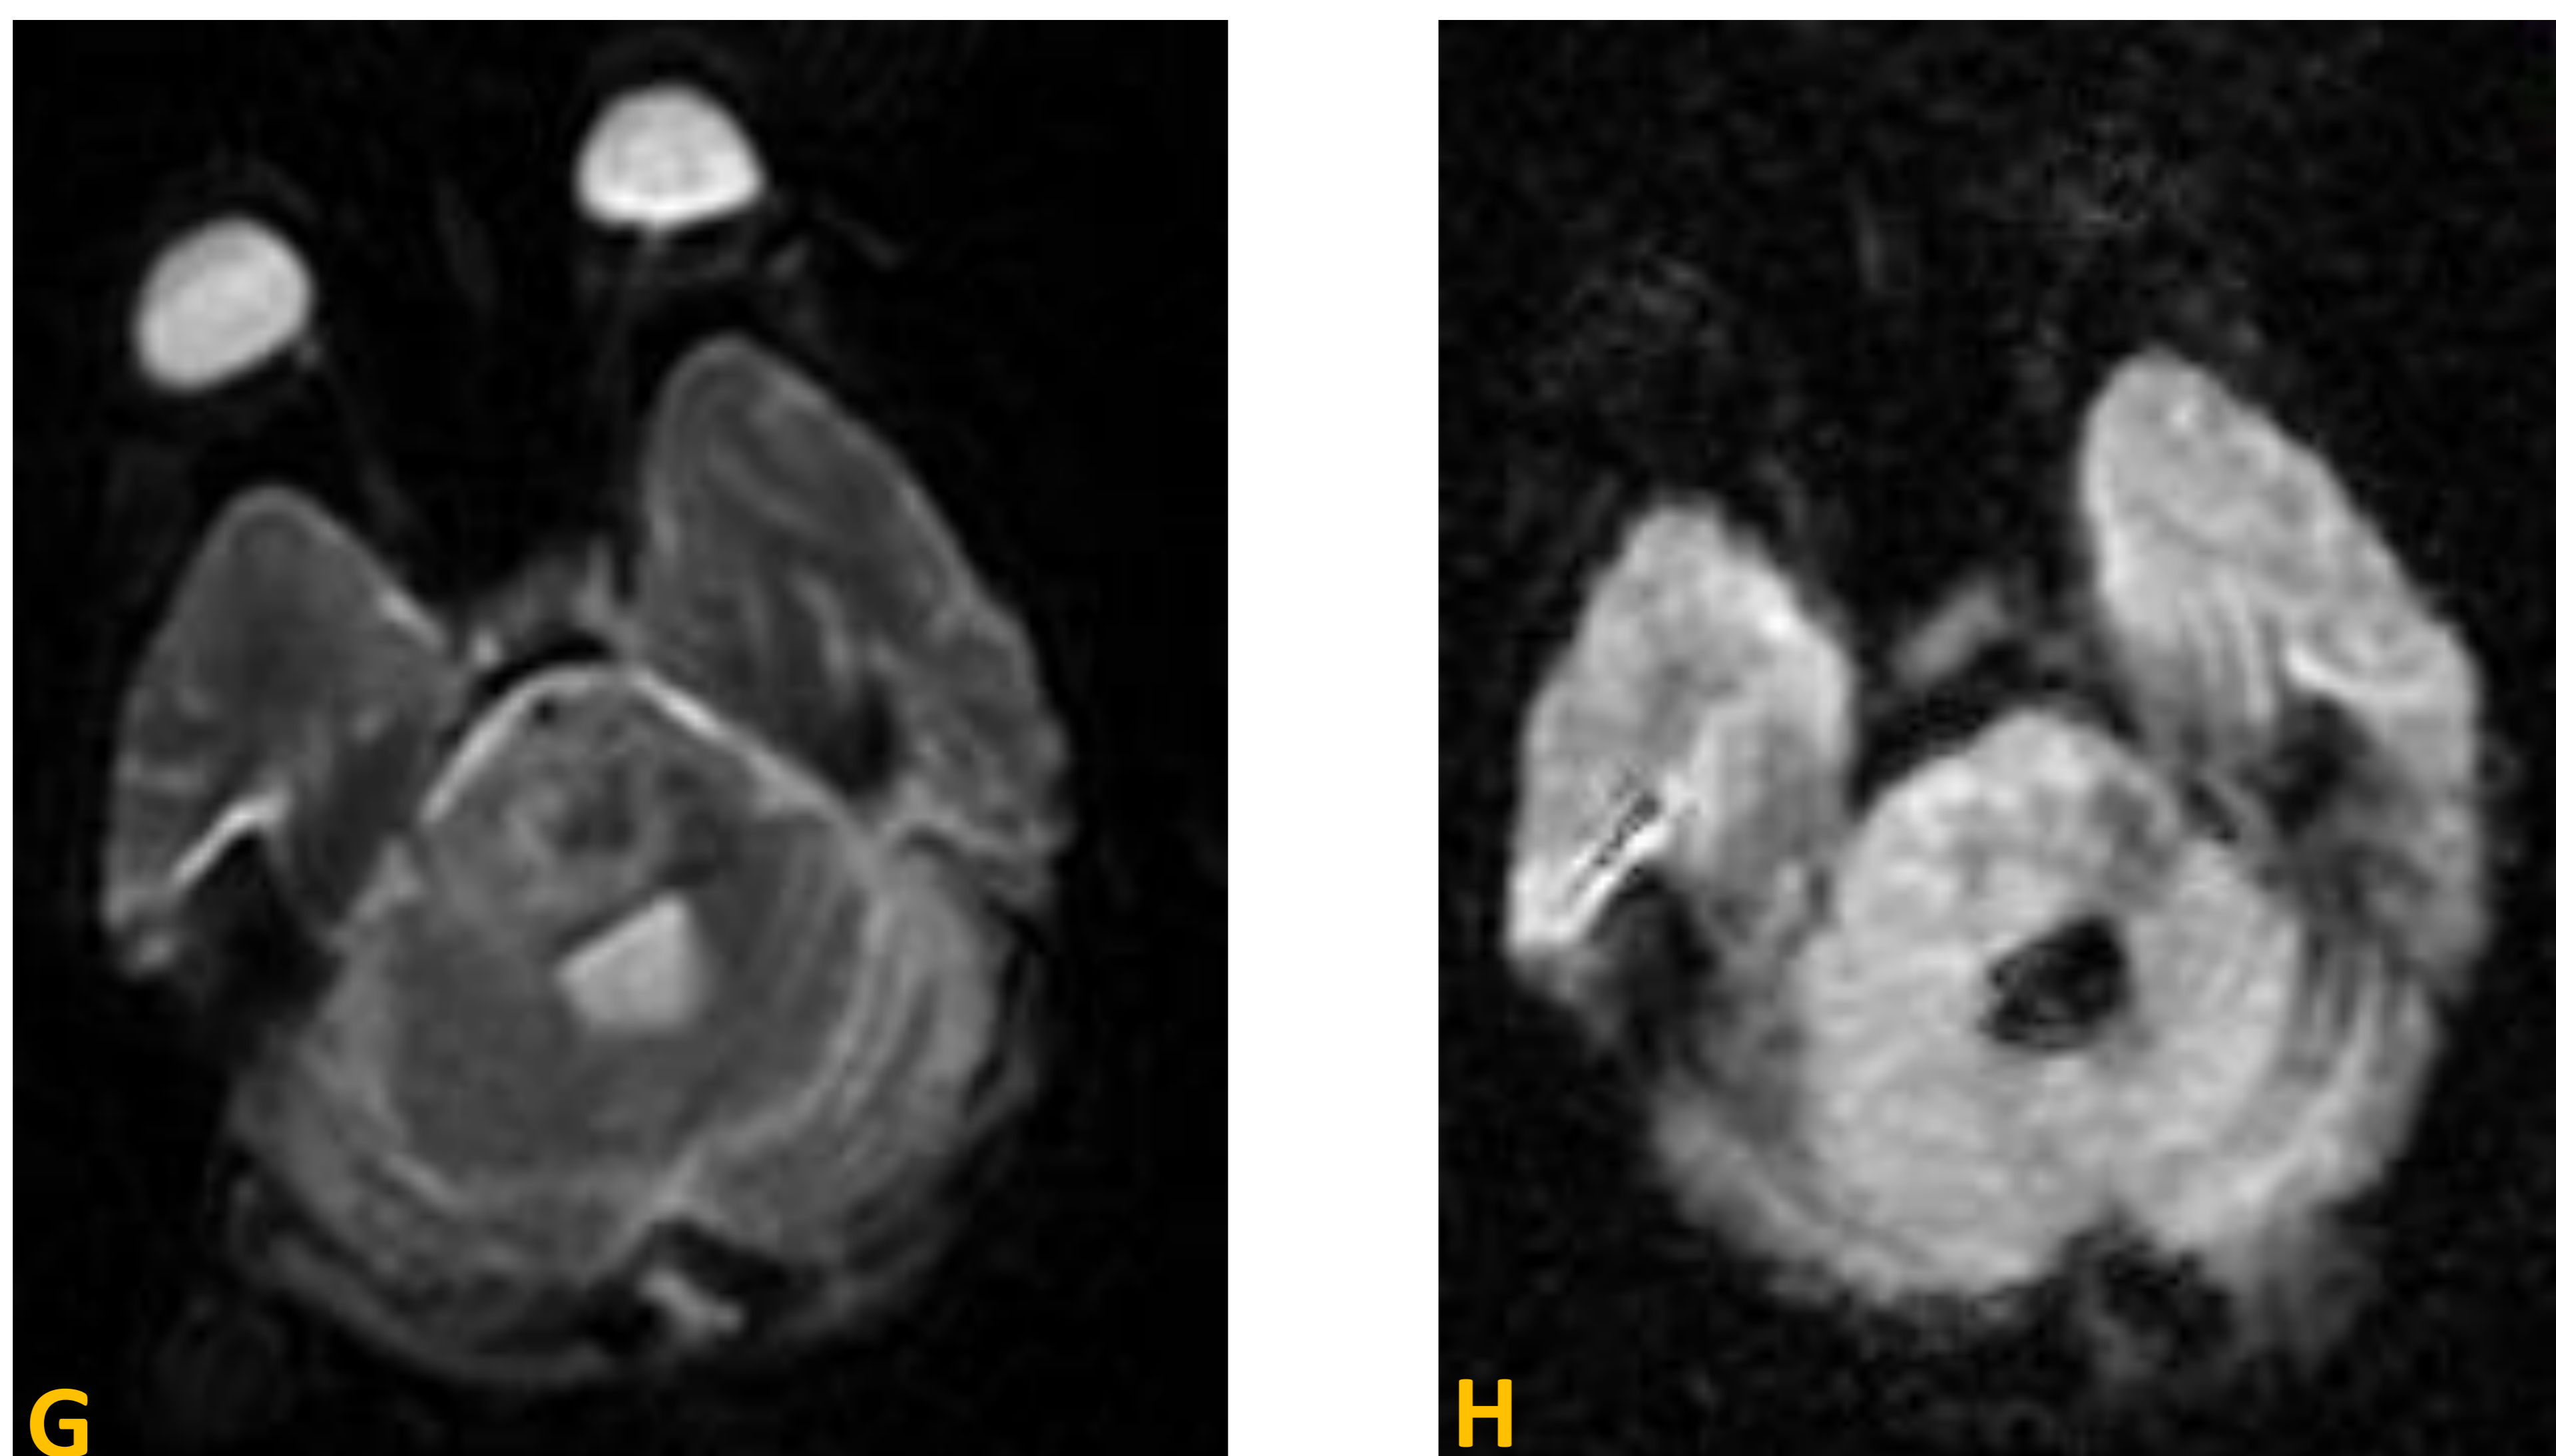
Secuencias de difusión: valor de b alto (G) y mapa ADC (H). Secuencia de difusión en la RM de control post-tratamiento donde no se visualiza restricción en la difusión de la progresión tumoral.
